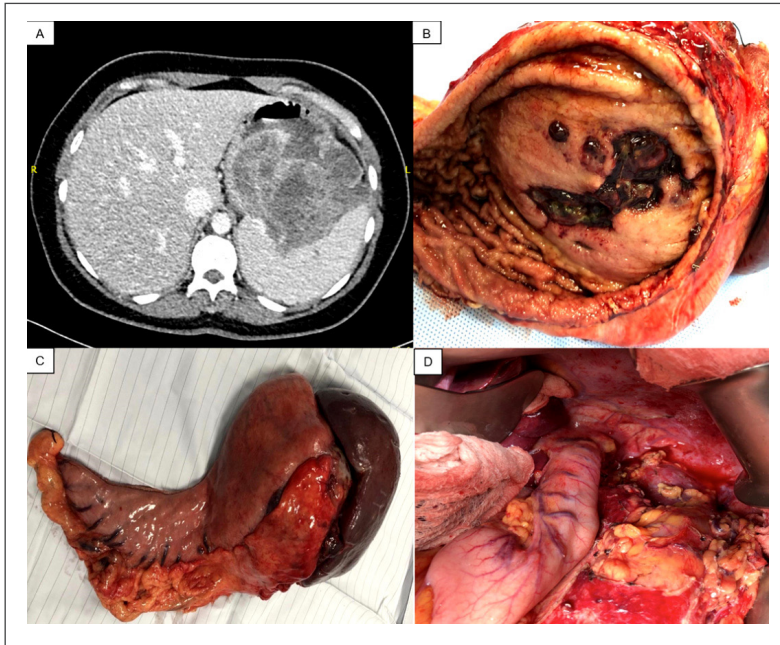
Corte axial de tomografía computada con contraste endovenoso y hallazgos intraoperatorios. A: Se evidencia una gran masa exofítica dependiente del fondo gástrico, ulcerada, sugerente de un GIST gástrico (flecha blanca). B y C: Pieza operatoria (cola del páncreas, fondo y parte de la curvatura mayor gástrica, bazo y porción de fascia de gerota). A su apertura se evidencia una gran ulceración de la pared gástrica como la causante del sangrado. D: Lecho quirúrgico post operatorio con gastrectomía vertical, fascia de gerota y diafragma.
